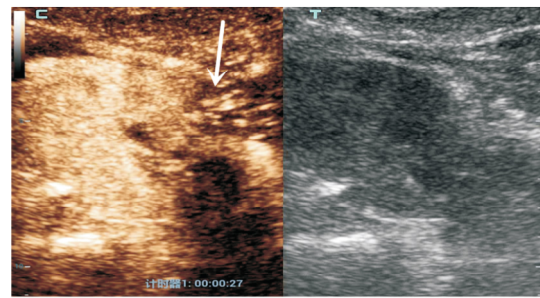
肾创面长轴切面超声造影显示肾脏创面出现造影剂不连续的短线状外渗
